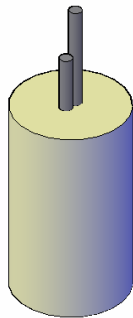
Design of the needles arrangement for the ultrasonic propagation speed measurement.
